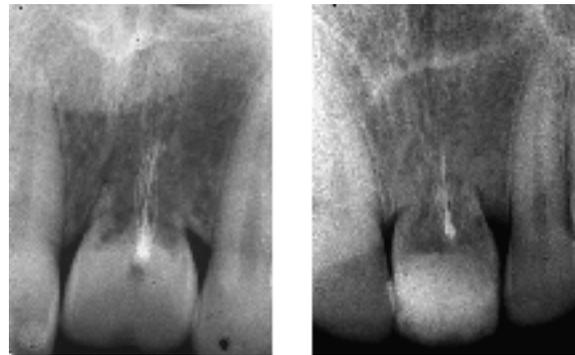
Radiografía inicial año 2001. Se observa el patrón de reabsorción radicular total atípica y aposición ósea con extensión intracoronaria. b. radiografía de control año 2004. Se puede observar el avance de la reabsorción reemplazante dentro de la porción coronaria, la zona radiopaca a nivel incisal corresponde con la restauración estética.
